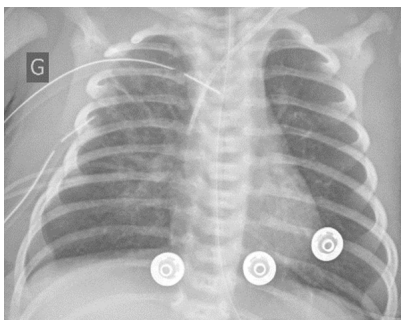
Radiografía de tórax al primer día postoperatorio donde se observan los drenajes en posición sin presencia de complicaciones.
